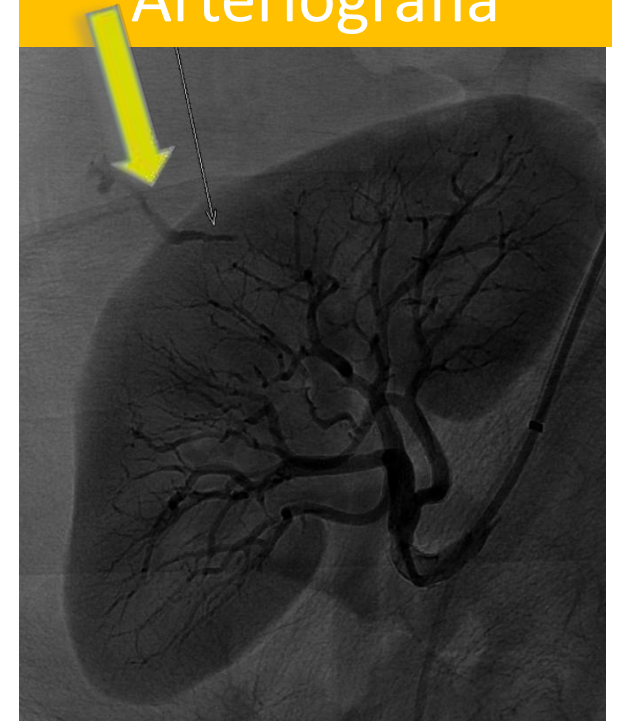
Ecografía tras biopsia por anemización donde se observa un gran hematoma. En el estudio Doppler microvascular se identifica un punto de sangrado que se confirma tras la administración de contraste ecográfico, en el angio-TC y posteriormente en la angiografía. Fue tratado con embolización.
